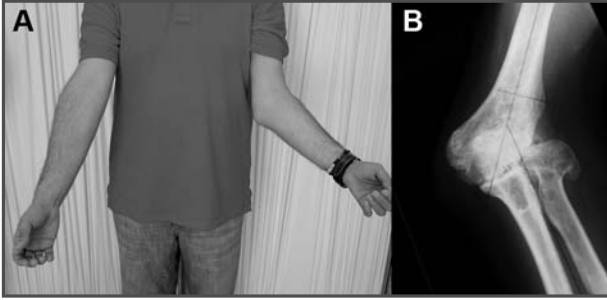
Aspecto clínico preoperatorio de la deformidad en valgo del codo izquierdo. 1B. Radiografía en proyección AP, sobre la que se efectuó la planificación preoperatoria de la osteotomía correctora.
